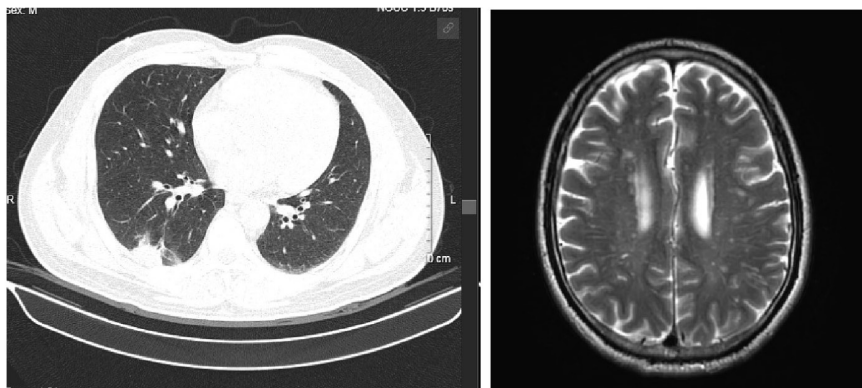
Phim chụp CT ngực ngày 16/6 và MRI sọ não ngày 24/6
